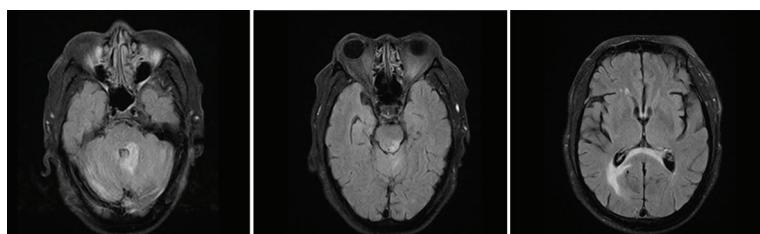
头部MRI- T_2 flair(2018-05-16,激素治疗前):四脑室旁、脑桥、中脑及胼胝体压部长 T_2 信号
